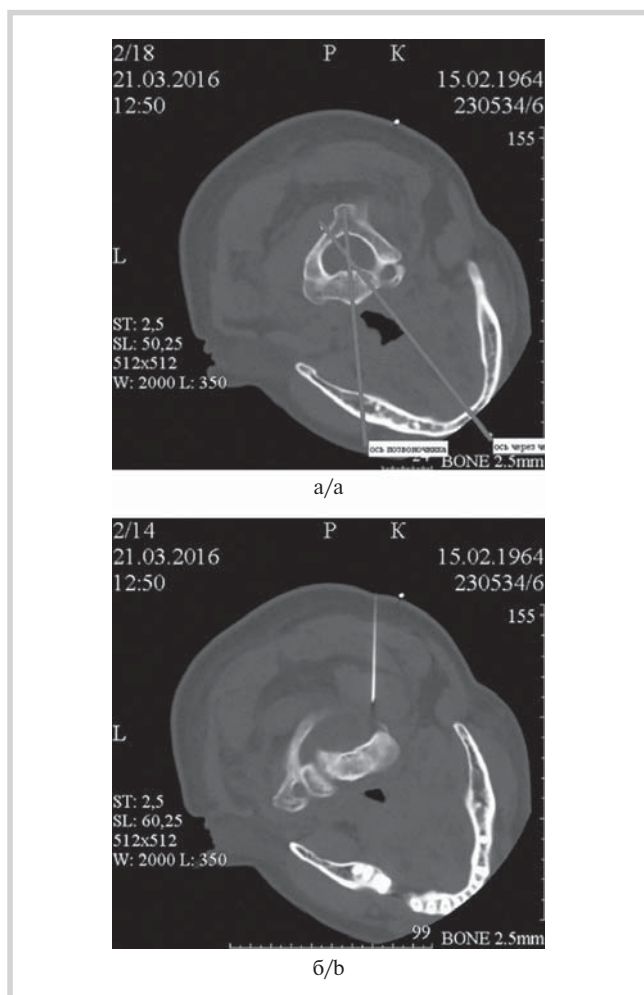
КТ-исследование.
